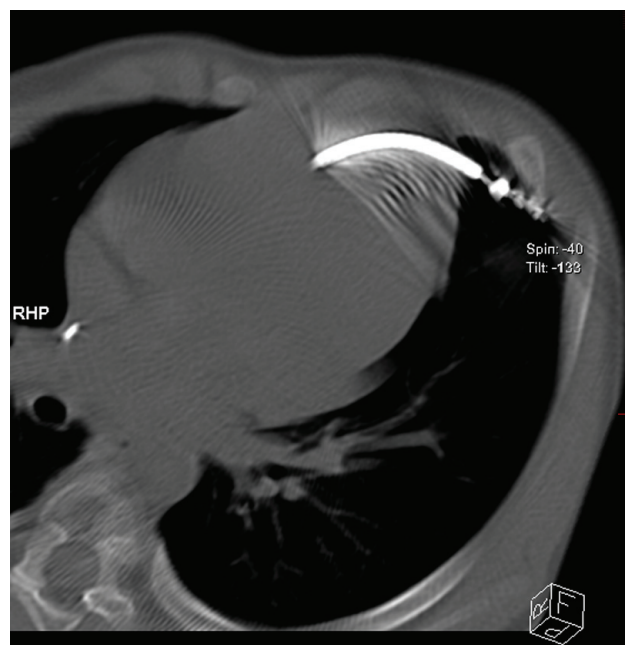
Скан мультиспиральной компьютерной томографии. Объяснения в тексте.
